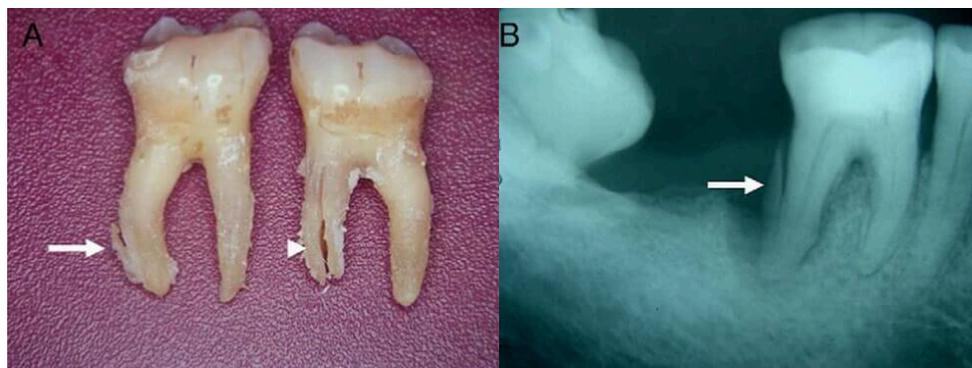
Ruptura de cemento radicular. A.Fotografía post extracción B.Radiografía.²⁰
